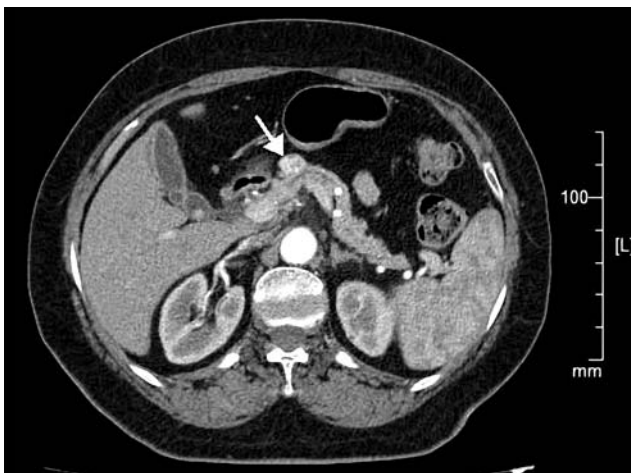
Комп'ютерна томографія. Інсулінома.
